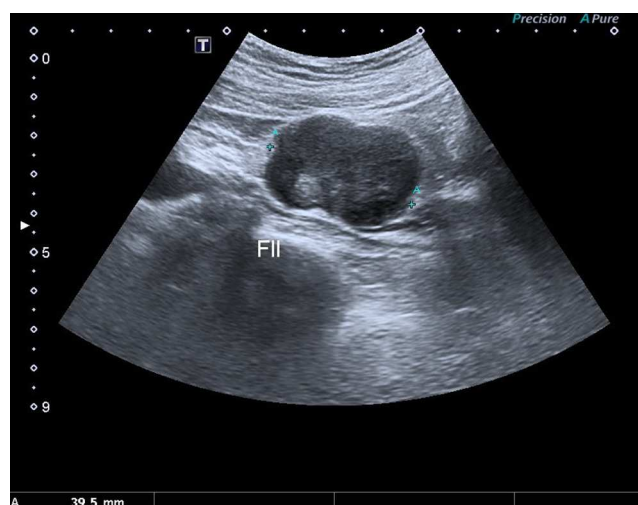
Ecografía abdominal que muestra lesión en la fosa iliaca izquierda.
